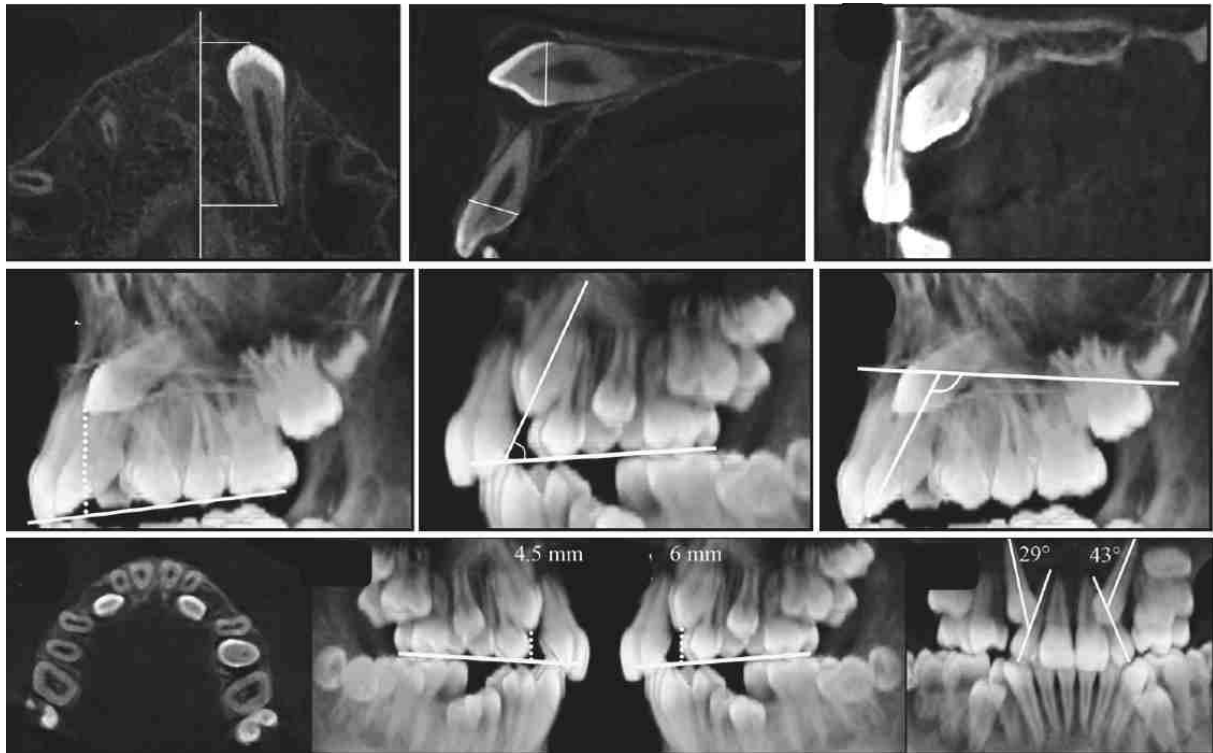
mesures relevées lors de l'étude de la position d'une canine maxillaire incluse sur CBCT (132)
